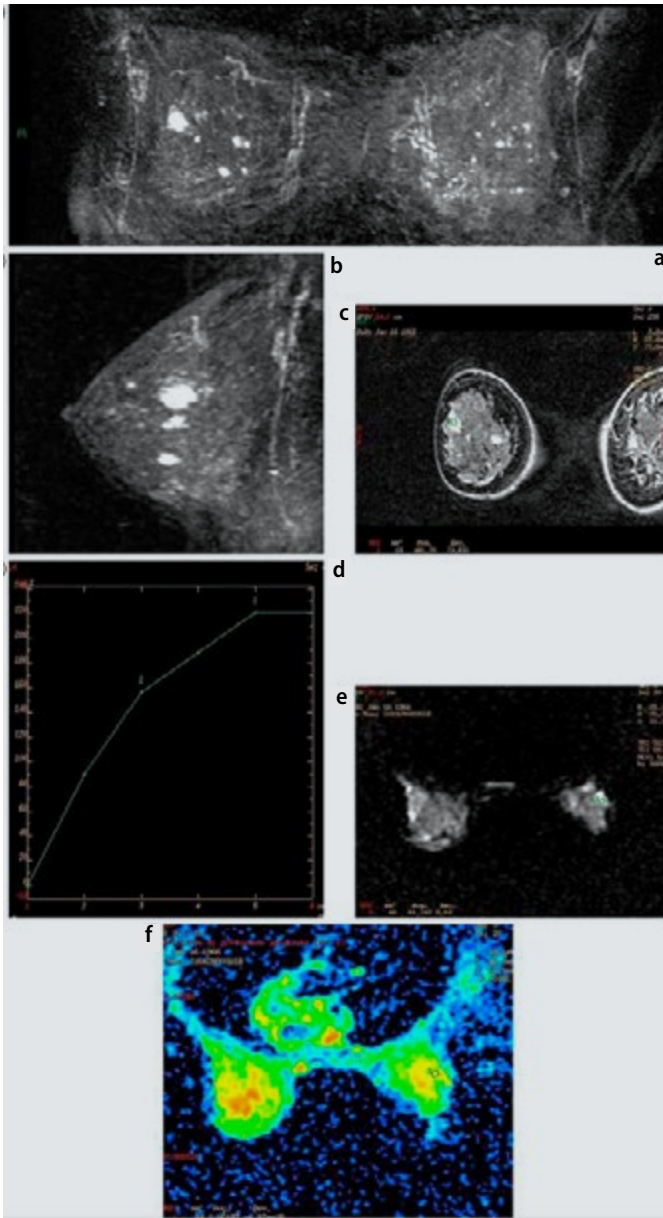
Recidiva neoplásica (verdadero positivo de la RM). Paciente de 55 años sometida a mastectomía izquierda y tumorectomía derecha 9 años antes con diagnóstico de carcinoma ductal invasivo. A nivel del área central de cicatriz quirúrgica de tumorectomía previa, se encuentra una lesión nodular dura en la palpación: se sospecha recurrencia. Las imágenes de MIP coronal (a) y sagital (b) después de la administración del medio de contraste demuestran la presencia de un área grande de realce no homogéneo en el cuadrante superior externo de la mama derecha. La secuencia DWI muestra un área de hiperintensidad (c). El valor de ADC es $< 0,0014 \text{ mm}^2/\text{s}$ ($0,00121 \text{ mm}^2/\text{s}$) (d).²⁵
